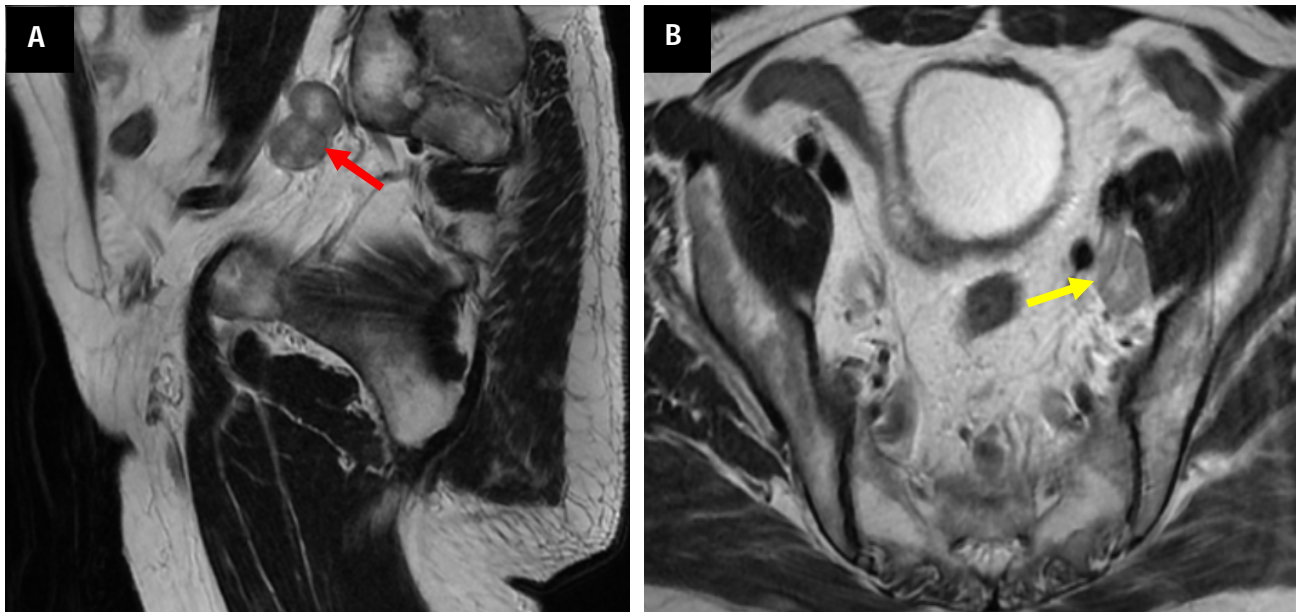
images IRM pondérée en séquence T2 en coupe sagittale (A) et axiale (B) montrant des adénopathies iliaques internes jonctionnelle (flèche rouge) et du groupe antérieur (flèche jaune), ayant des contours irréguliers et un signal hétérogène en T2 avec de la nécrose.
